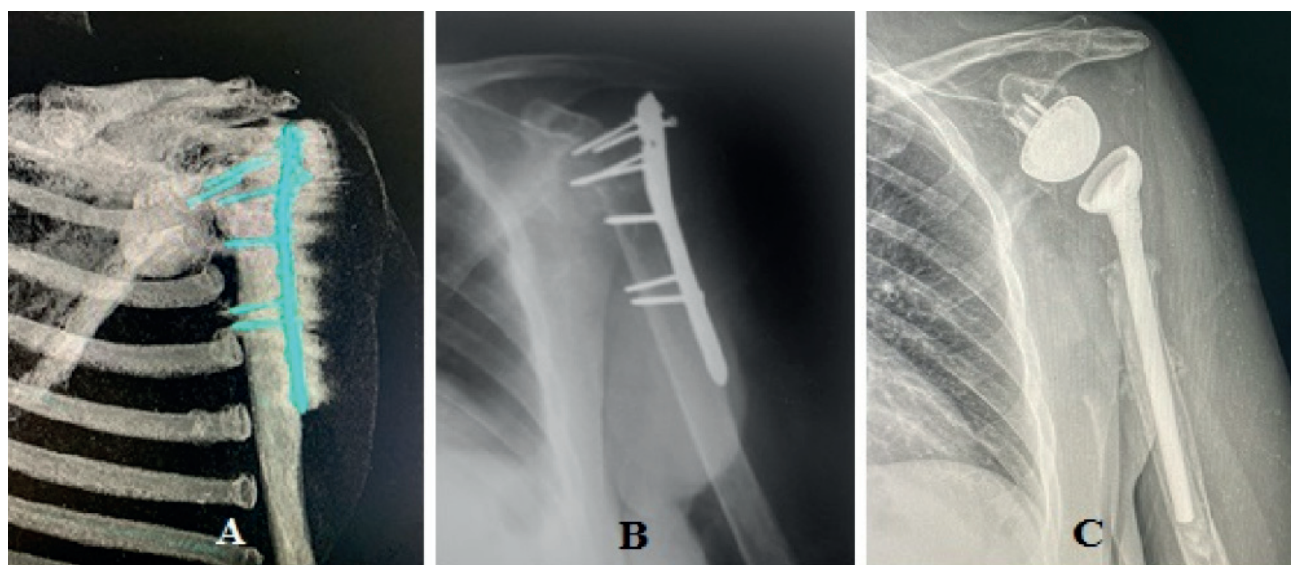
Рентгенограми пацієнтки Б.: А – СКТ-скан плечового суглоба з міграцією металоконструкції; В – суглоб з пластиною PHILOS до операції; С – через 12 місяці після тотального реверсивного ендопротезування
